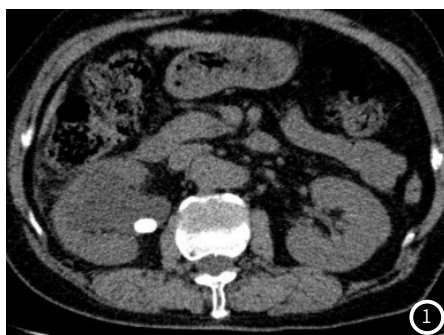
右肾肾盂见高密度结石影, CT值约为1029HU。
